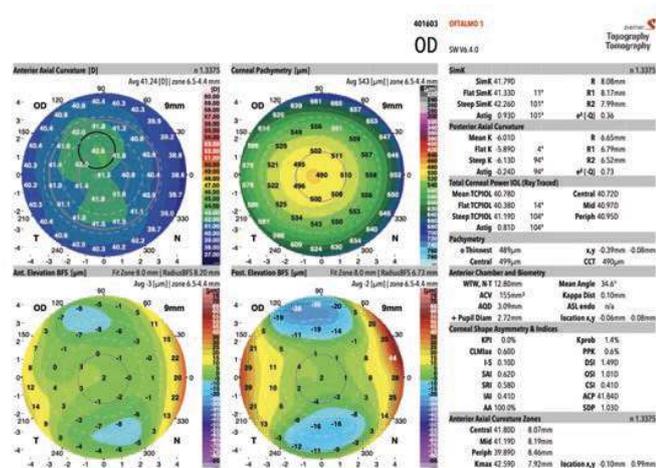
Предоперационная топография/томография роговицы (GALILEI).
